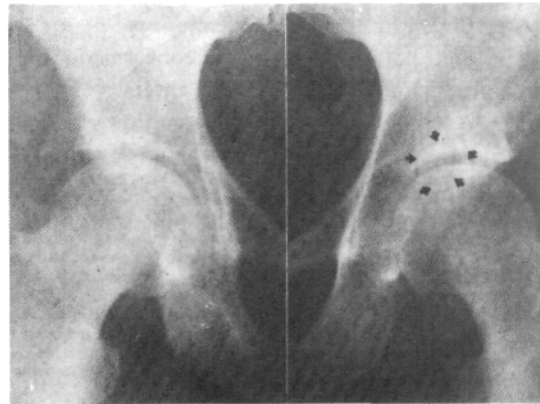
Radiografía de frente (10/7/90). Imagen quística en el techo cotiloideo izquierdo (enmarcada por las tres flechas superiores) y otra en el polo superointerno de la cabeza femoral (indicada por las flechas inferiores), que se superpone con la del cotilo y crea una duda sobre su existencia. La luz articular coxofemoral está conservada.
